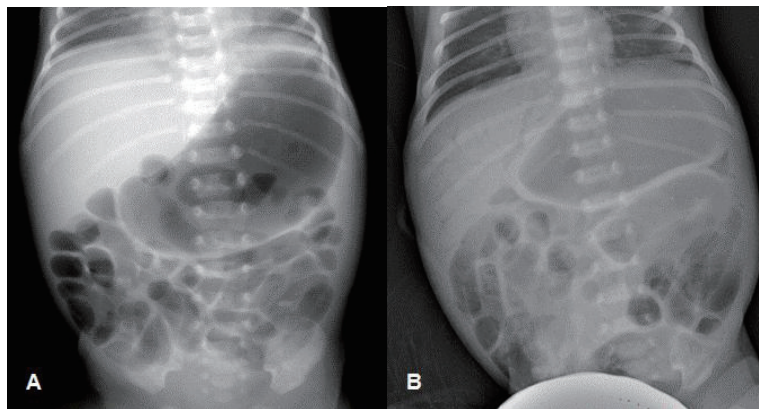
The finding of plain abdominal x-rays of necrotizing enterocolitis. (A) Gaseous distension of the stomach and bowel loops in case 1. (B) Diffuse intestinal distension and thickening of the bowel wall. Note linear dark streaks in the hepatic density demonstrating the presence of portal venous gas in case 2.
